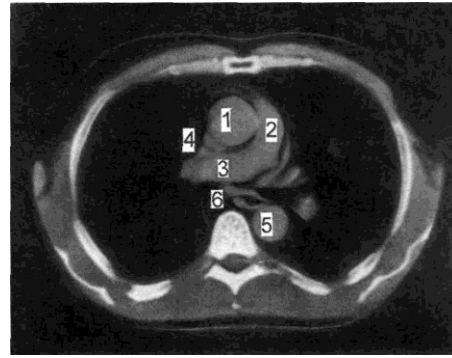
Томограмма аорты на уровне ствола легочной артерии.
